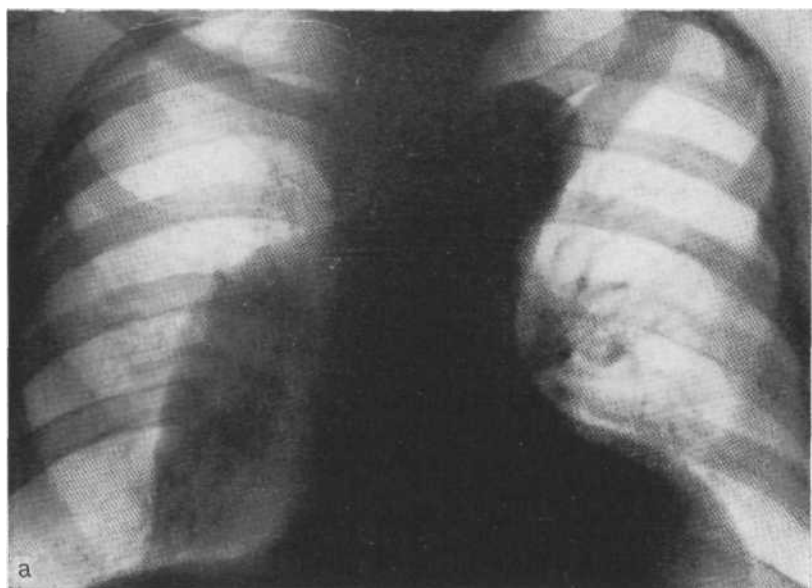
Обзорная рентгенограмма (а): аневризма, образующая дополнительную тень справа от массива сердца. Компьютерная томограмма (б): аневризма нисходящей аорты, дающая дополнительную тень в области заднего сердечно-диафрагмального синуса. Аневризма аорты.
